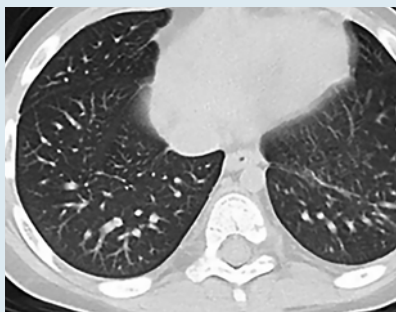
Компьютерная томография органов грудной полости у пациента с синдромом Дауна в возрасте 3 лет 8 мес
